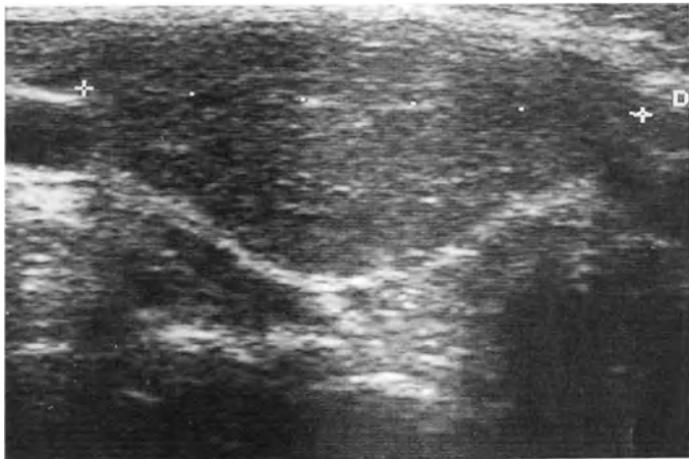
Das Sonogramm (Ultraschallbild) einer Schilddrüsenzyste im rechten Lappen
